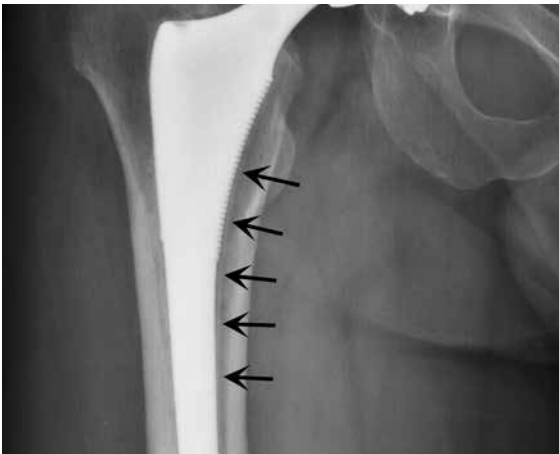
Detalhe de radiografia de artroplastia total não cimentada do quadril com dois anos de pós-operatório, evidenciando componente femoral estável por fixação fibrosa, com linha reacional radiodensa paralela à superfície porosa do implante (setas).
